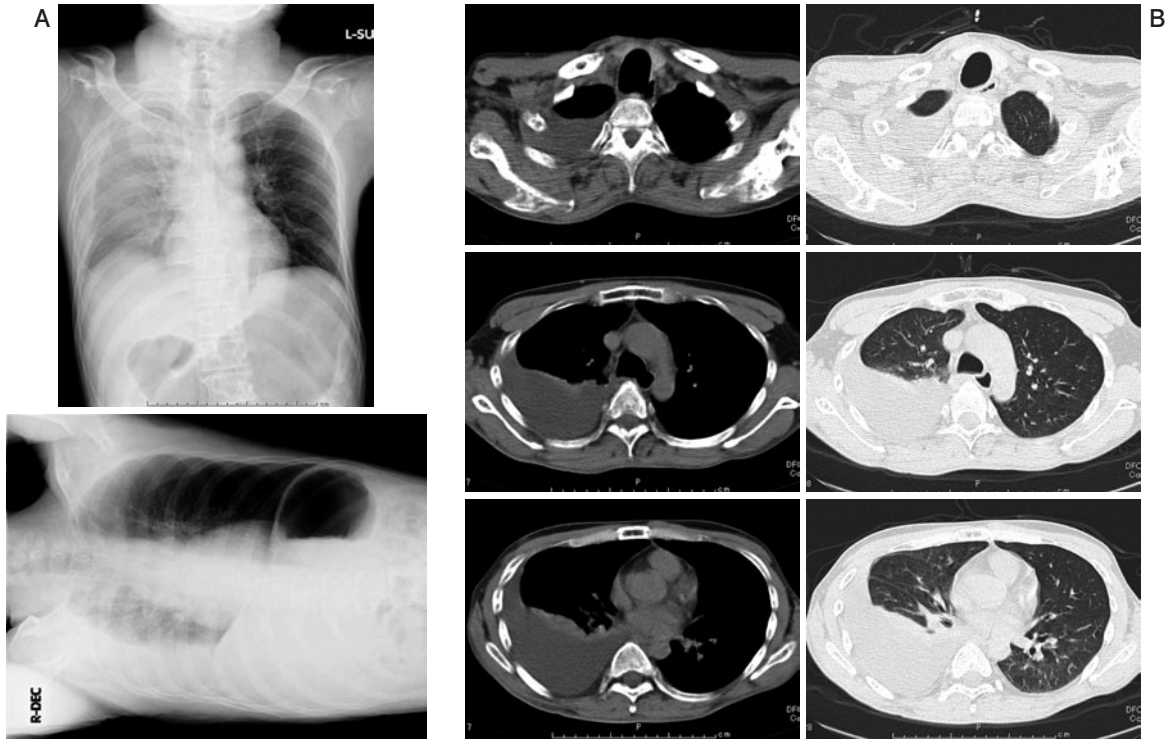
(A)入院時に撮影した胸部X線写真臥位正面像。右肺野の透過性が低下しており、右側臥位像で鏡面像を認めた。(B)入院時に撮影した胸部CT。肺炎像や腫瘤影は認めず、右胸水と随伴する無気肺を認めた。また、リンパ節の腫大は認めなかった。
